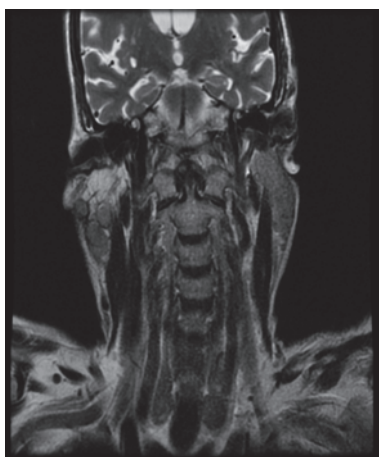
Corte coronal de RM cervical, en donde se observan varias imágenes nodulares en parótida derecha.
